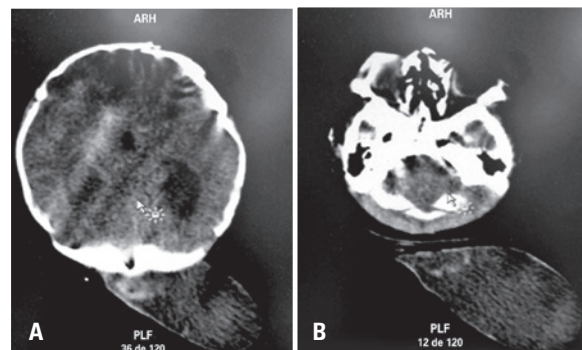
Tomografia de crânio apresenta formação cística subcutânea occipital à esquerda, com conteúdo de atenuação líquórica, associada a pertuito ósseo occipital na linha média, e conteúdo isodenso ao córtex, sugestivo de encefalomeningocele
